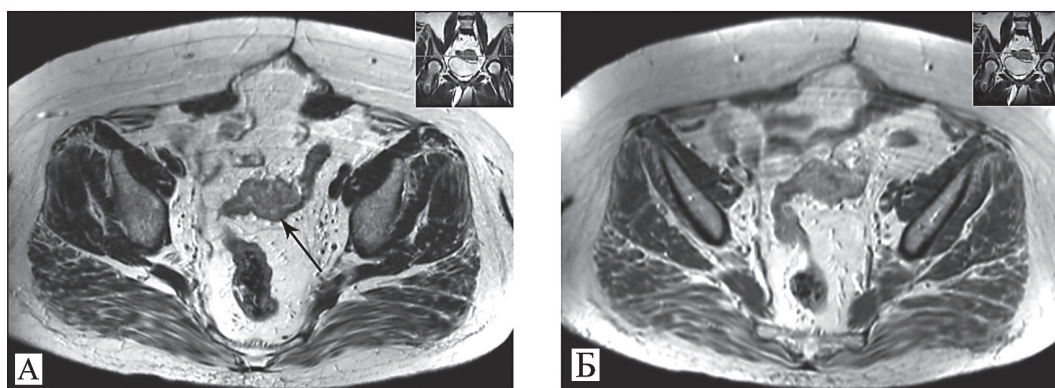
Магнитно-резонансная компьютерная томография: А – Т2-взвешенное изображение в аксиальной плоскости. В сигмовидной кишке опухолевое образование, размером 47×32×34 мм (указано стрелкой), циркулярно инфильтрирующее просвет; Б – Т1-взвешенное изображение с контрастным усилением. Диффузное накопление парамагнетика в опухоли
